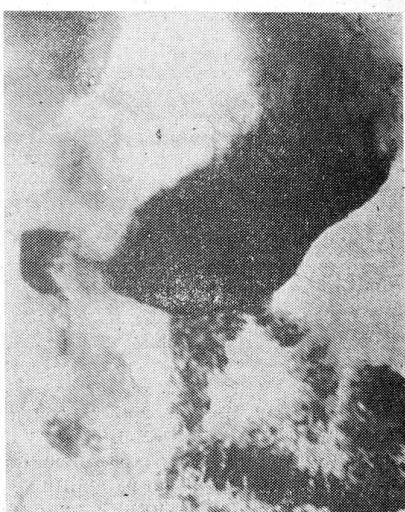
Рентгенограмма больной Ч. через 6 лет после пилоросохраняющей резекции по В. Ф. Наумову. Желудочная культа имеет значительные размеры. Четко определяется привратниковый сфинктер. Эвакуация из желудочной культи порционная. Двенадцатиперстная кишка не изменена.
